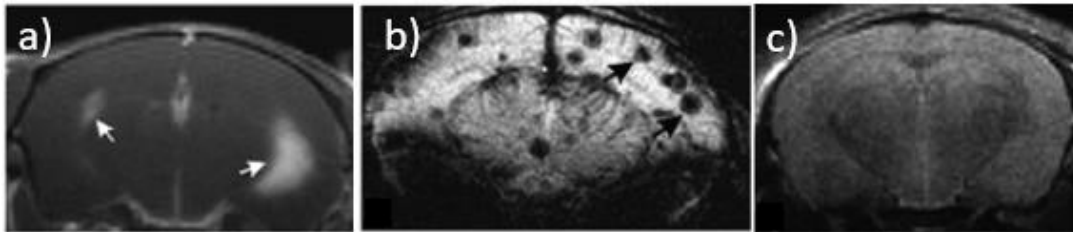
Imagen del cerebro de un ratón recopilada por MRI. En a) se pueden ver zonas brillantes correspondientes a una reducción de  $T_1$ ; en b) se pueden observar secciones oscuras correspondientes a la disminución de  $T_2$  y en c) se observa una imagen en donde no se redujo ningún tiempo de relajación (Adaptado de la referencia 31).<sup>31</sup>
